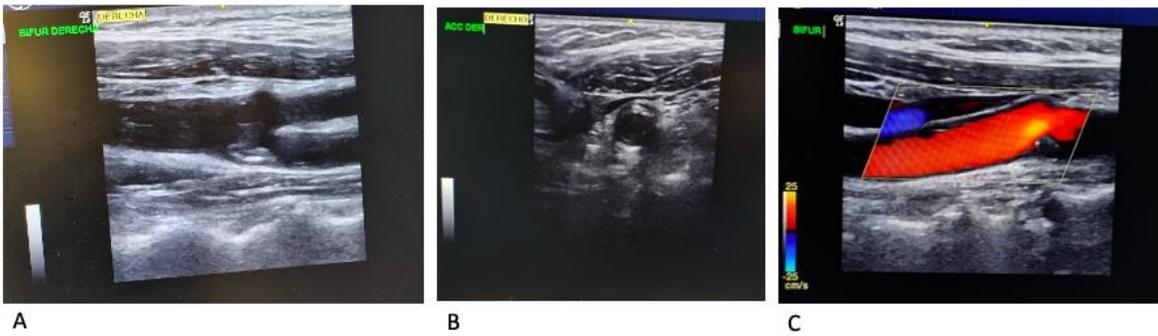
Características de la placa por ultrasonido. En la imagen A se puede visualizar una placa en corte longitudinal, ecogénica, homogénea, calcificada. En la imagen B en corte transversal se visualiza la placa con estenosis que corresponde al 40%. En la imagen C a la aplicación doppler color la placa sin flujo en su interior.
